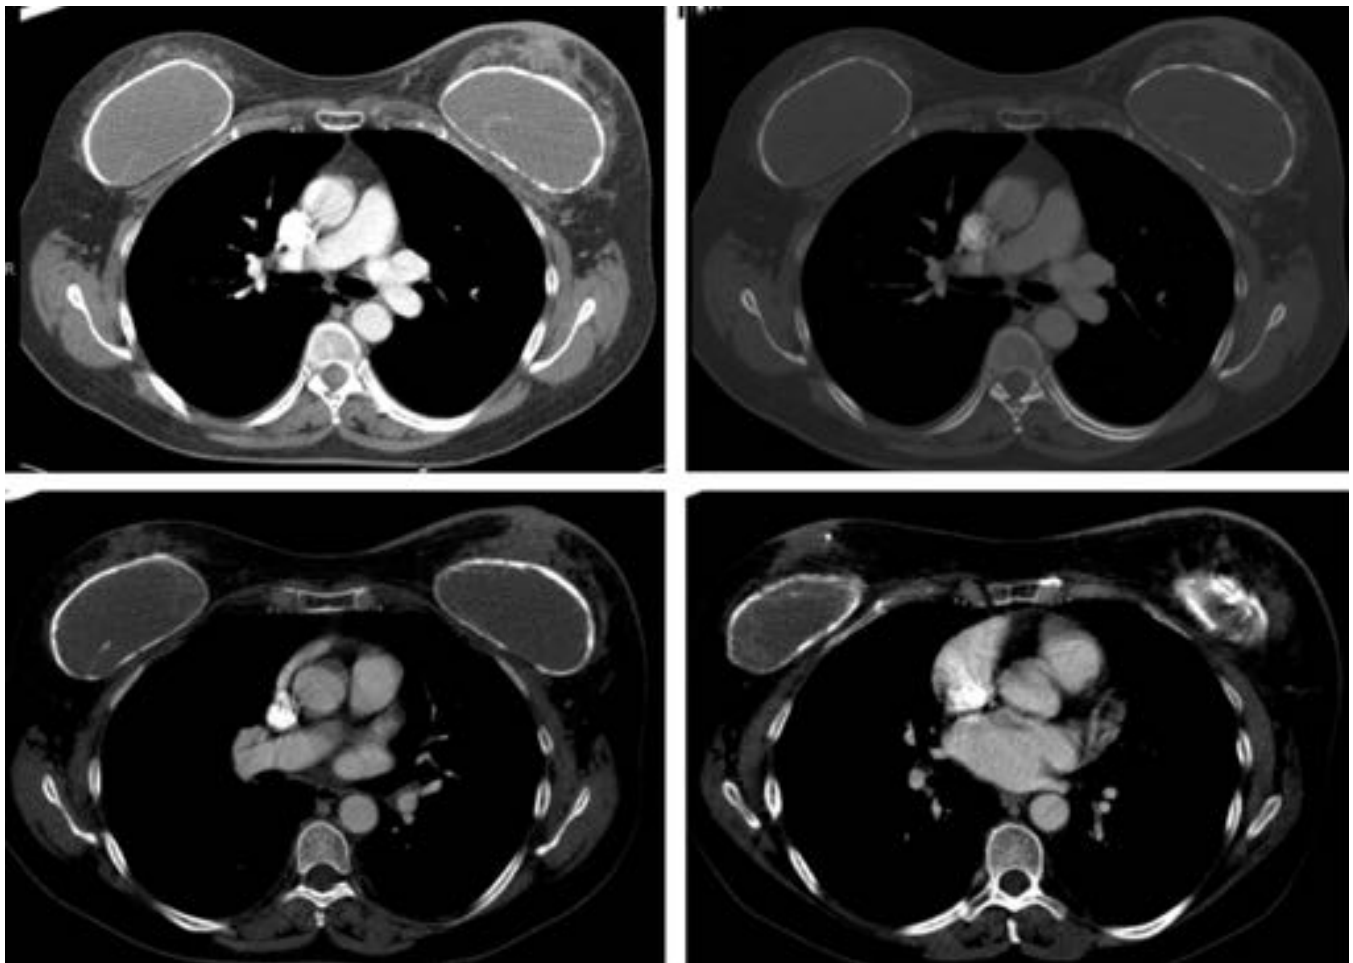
Imágenes axiales de TC. Paciente con prótesis de silicona y calcificación grosera de la cápsula fibrosa de forma bilateral y simétrica, identificada con la ventana normal de mediastino y más claramente forzando la misma.
